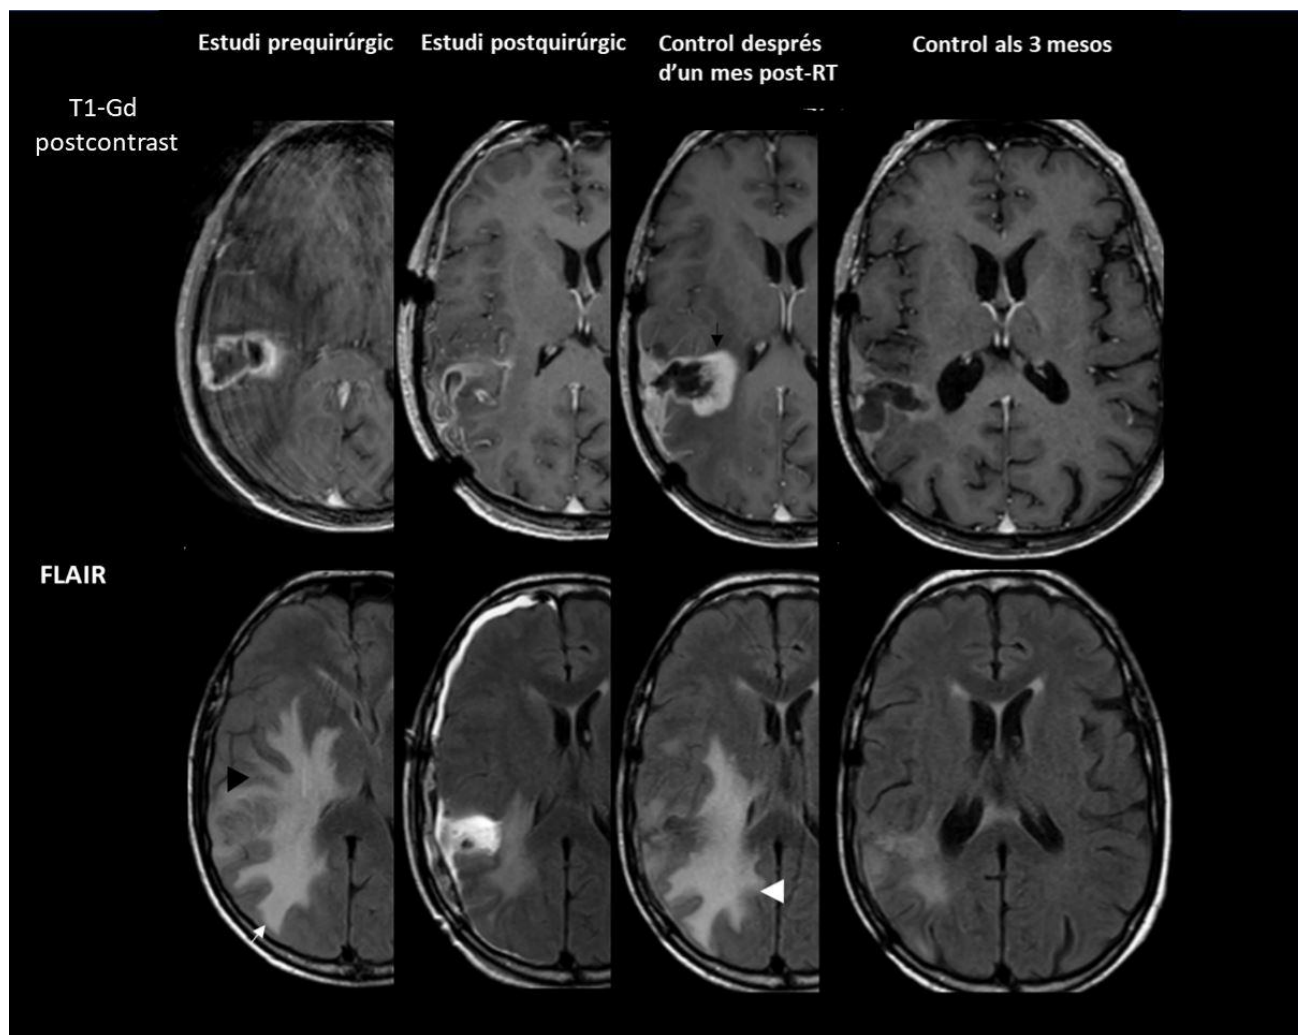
Exemple de pseudoprogressió. (Fila superior) seqüències T1-Gd, (fila inferior) seqüències FLAIR. A les successives columnes, d'esquerra a dreta, es mostren les exploracions al moment del diagnòstic, 48 hores després de la cirurgia, 1 mes després de finalitzar el tractament amb radioteràpia i control evolutiu als 3 mesos, respectivament. Es tracta d'un GB frontoparietal dret amb invasió cortical (cap de fletxa negra) i important edema vasogènic associat (fletxa blanca). En els diferents controls evolutius s'evidencia signes de resecció parcial, amb increment de mida de la LCC (fletxa negra) i de la LNCC (cap de fletxa blanc) al mes, així com franca disminució d'ambdós components lesionals als 3 mesos. Aquest patró és congruent amb pseudoprogressió tumoral (Elaboració pròpia).
